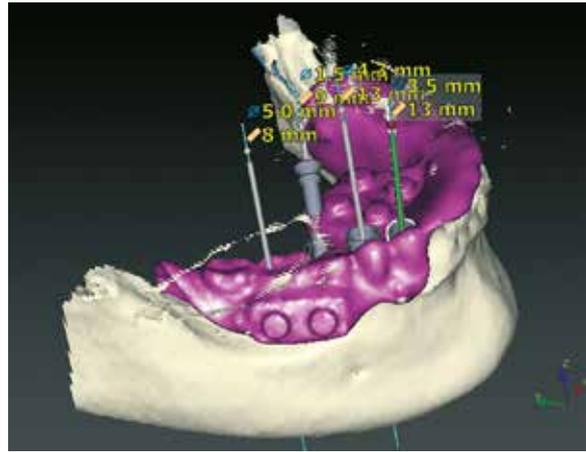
Die 3D-Darstellung auf dem Rechner, mit darge- stelter CT-Schablone und der für die Planung möglichen und in Frage kommenden Implantatplanung.
